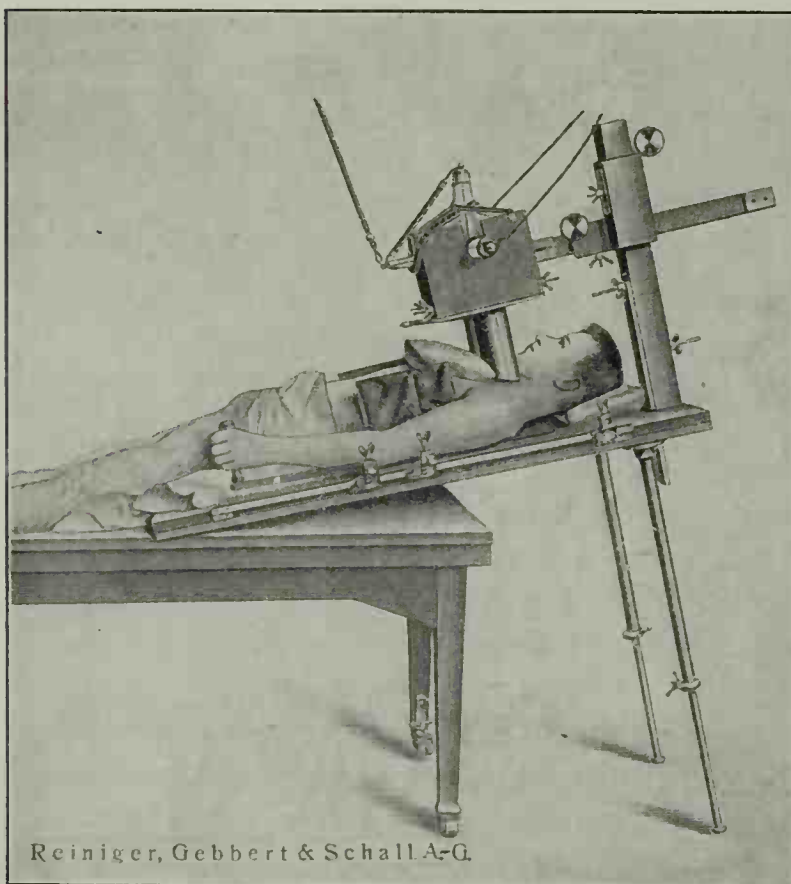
Vorrichtung für die Röntgenographie der Lungenspitzen.
